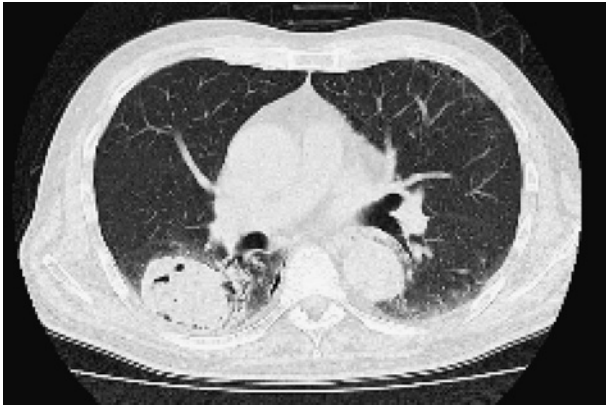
A chest computed tomography scan showing a 60×45-mm mass shadow with a cavity.
